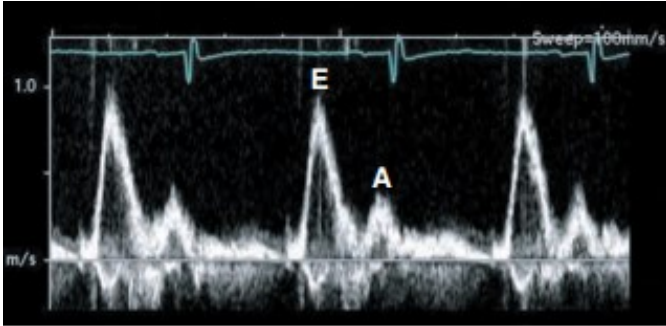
PW Doppler posizionato all'interno dell'anulus della valvola mitrale per la valutazione della funzione sistolica del ventricolo sinistro.³⁹
